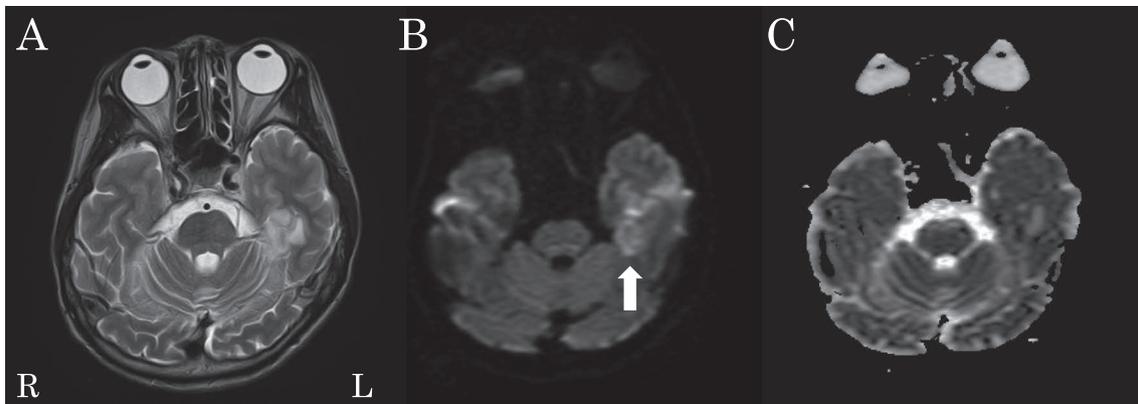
Brain magnetic resonance imaging (MRI) on day 7.
